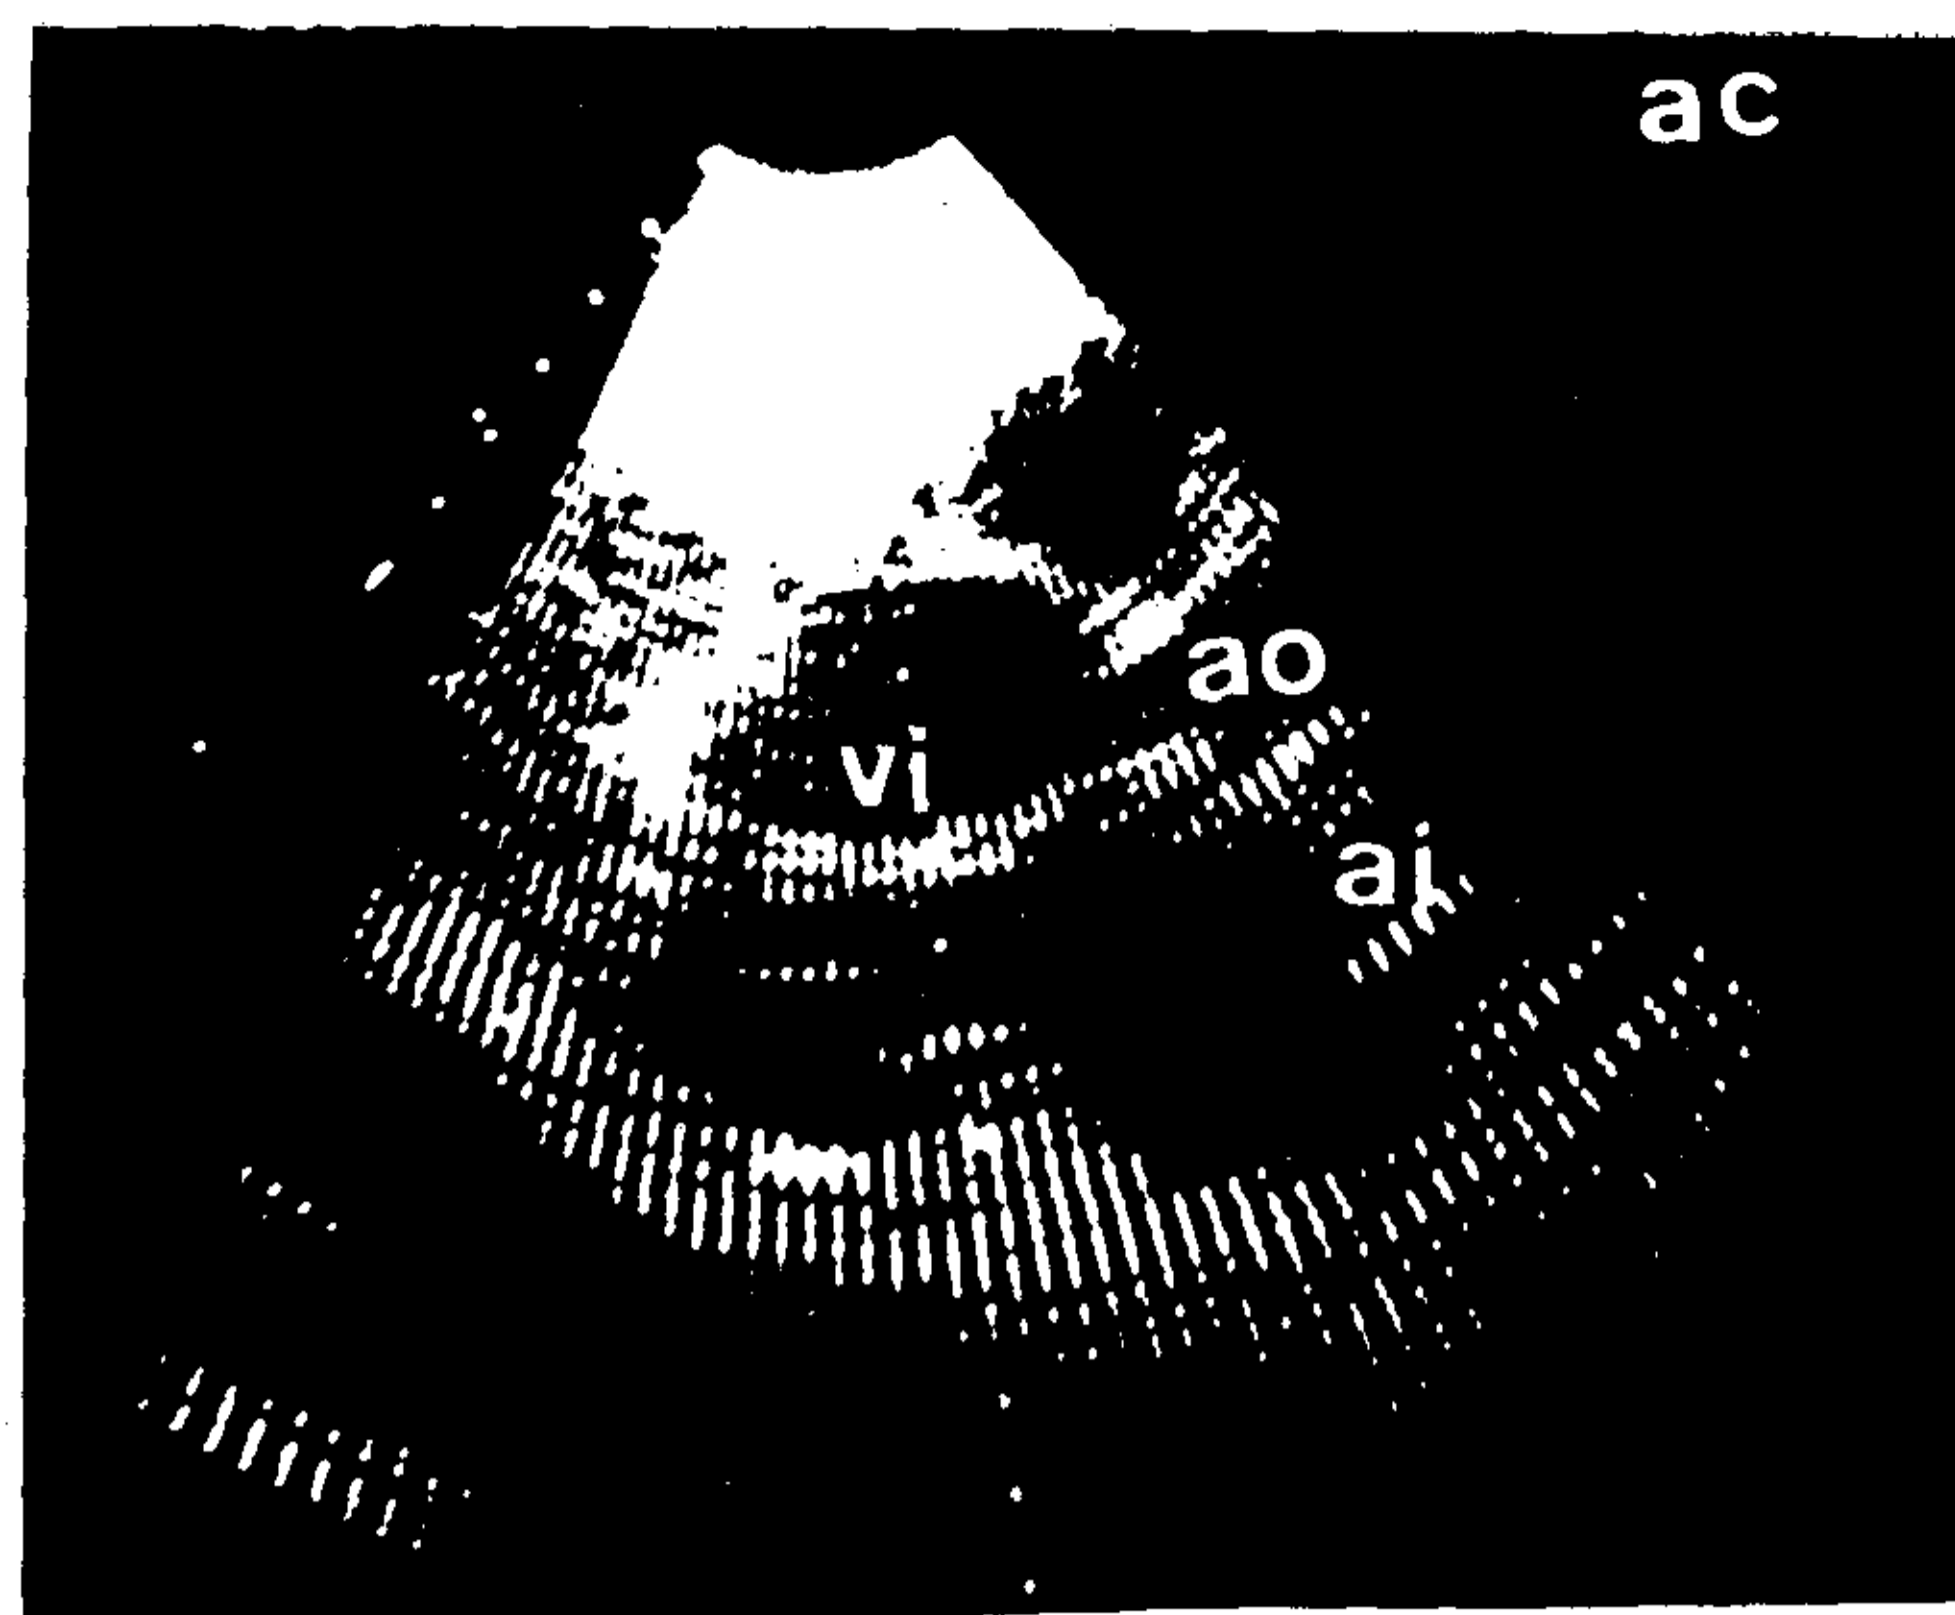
Ecocardiograma bidimensional del caso 3. Plano longitudinal paraesternal. El ápex está obliterado por material ecogénico denso (sombreado) que incluye los músculos papilares. vi, ventrículo izquierdo; ai, aurícula izquierda; ao, aorta.
